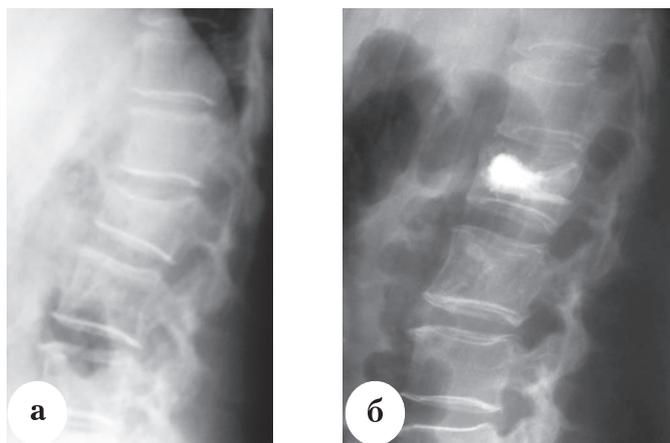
Боковая рентгенография грудно-поясничного отдела позвоночника пациентки Н., 75 лет: а – компрессионный перелом тела L1 позвонка; б – состояние после кифопластики, отмечается частичное восстановление высоты вентральных отделов тела L1 позвонка
